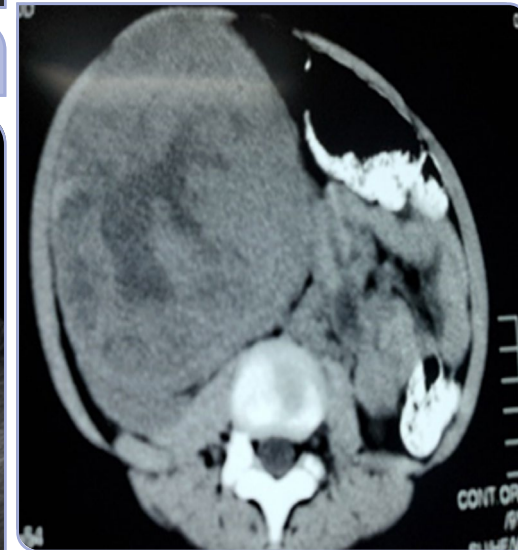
Imagen de tumoración renal en tomografía compatible con tumor de Wilms
